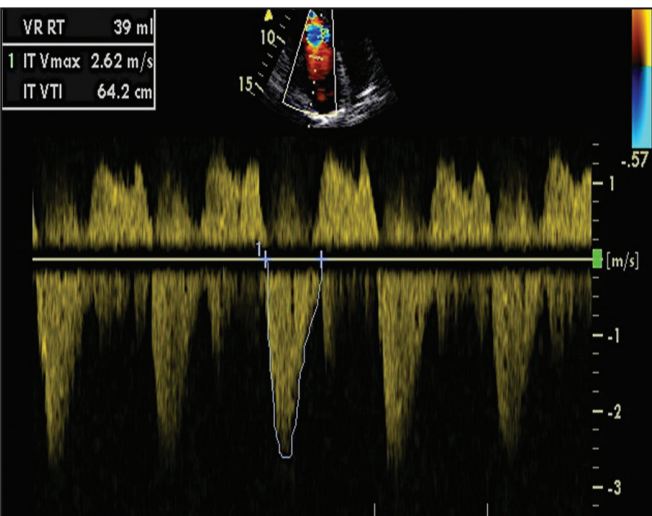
Interrogación de la regurgitación tricuspídea severa con doppler continuo que demuestra la morfología característica espectral en daga o triangular con presión pico temprana y decline rápido.
